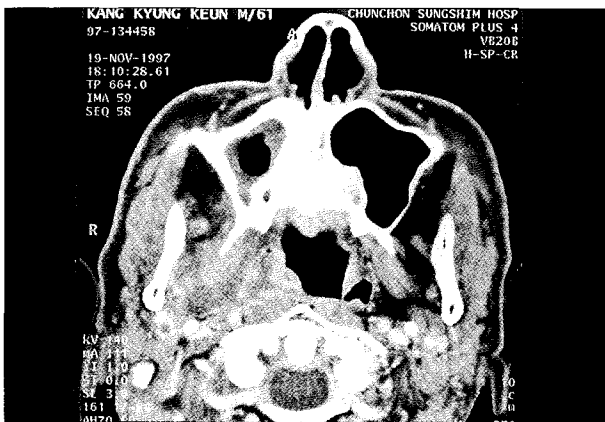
입원 3일째 CT상에서 부인두 간극에 형성된 농과 인후벽의 편위가 관찰됨.
